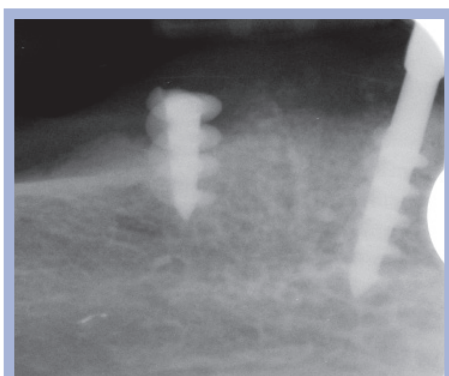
Immagine radiografica di sella distale edentula al 4° quadrante, dopo fallimento di protesi parziale mista di 3 elementi impianto-dente naturale eseguita 27 anni prima.
